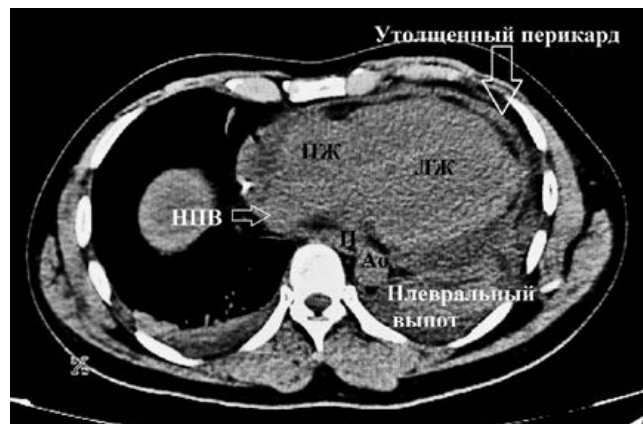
КТ ОГК на четвертые сутки пребывания в стационаре.
